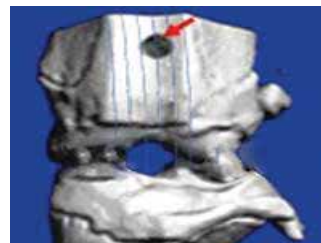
Компьютерная томография оперированного сустава (стрелкой показан дефект, образованный на бедренной кости)
